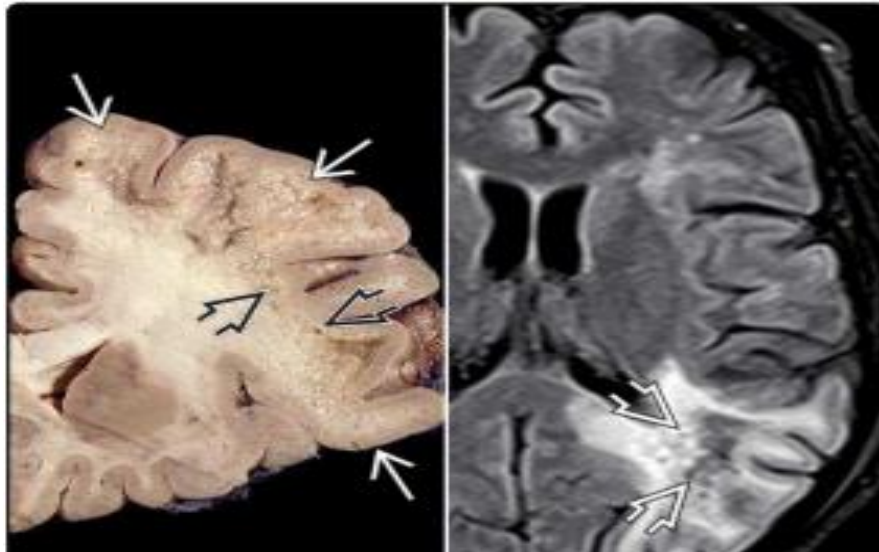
A droite : Autopsie d'une LEMP avancé objectivant une coalescence des foyers démyélinisés sous-corticaux (petite flèche) avec de multiples petites cavités (grande flèche).à gauche : IRM en séquence pondérée FLAIR montrant un hyper signal sous-cortical « d'apparence spongieuse» avec plusieurs petits kystes hypo intenses (grande flèche) [25].
